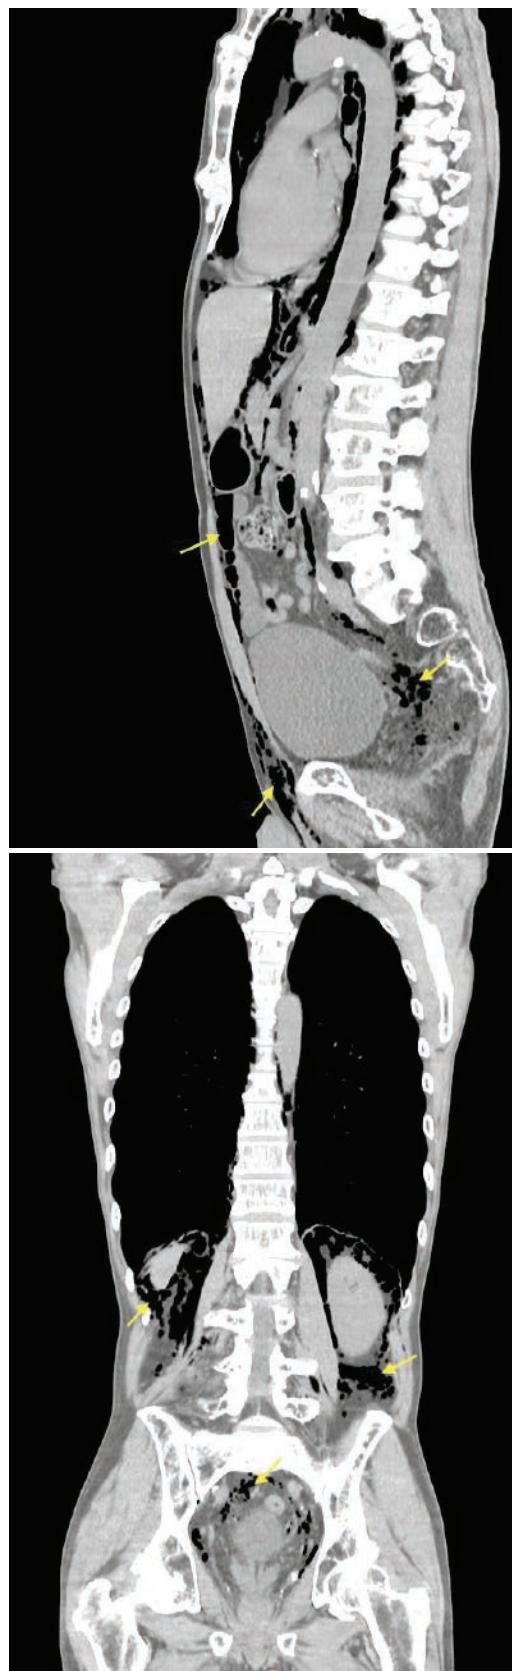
Computed tomogram of patient 0. The arrows indicate the accumulation of air in the fiber of the anterior abdominal wall, pelvis, retroperitoneal space
